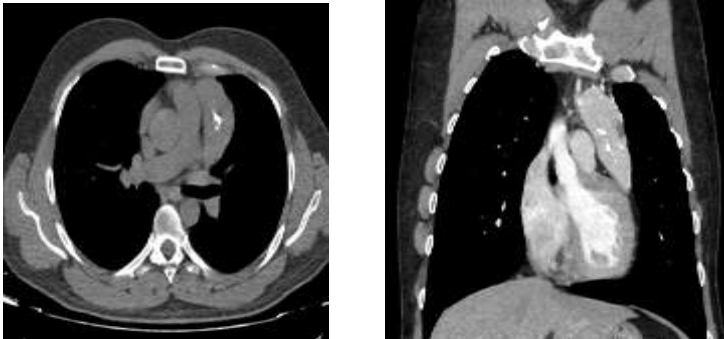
TC torácico (corte axial y coronal): Masa en mediastino anterior calcificada.
